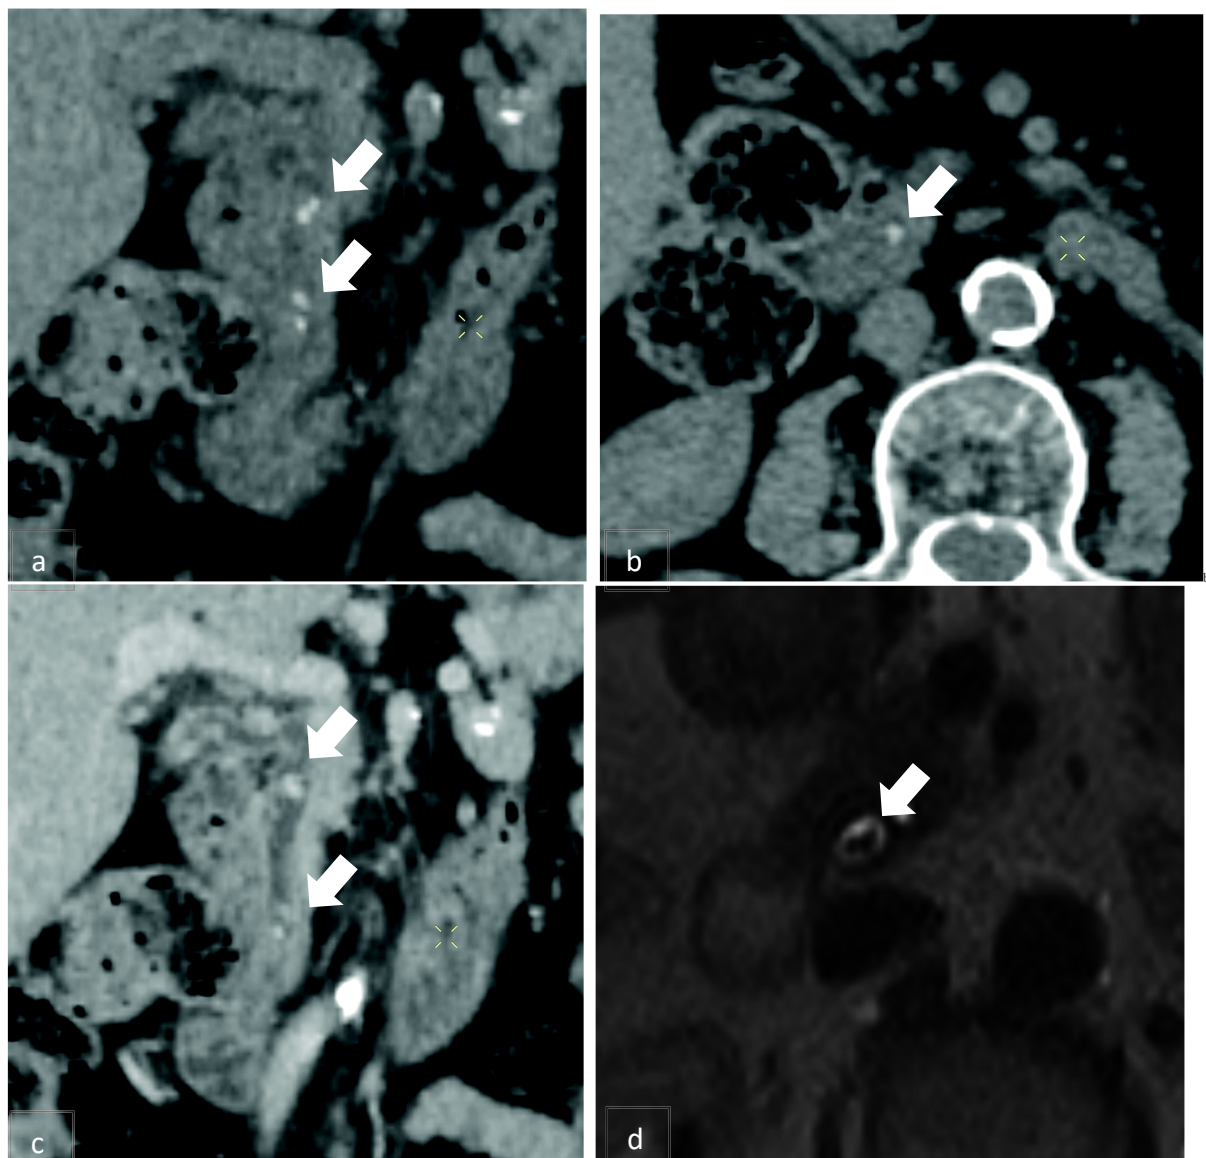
Scanner dans un contexte de pancréatite aiguë lithiasique réalisé avant (a,b) et après injection de produit de contraste (c) mettant en évidence des calculs de la VBP (têtes de flèche) dont un enclavé à hauteur de la papille duodénale (b) avec dilatation en amont. IRM en T2 (d) confirmant la persistance de lithiasie de la VBP.
